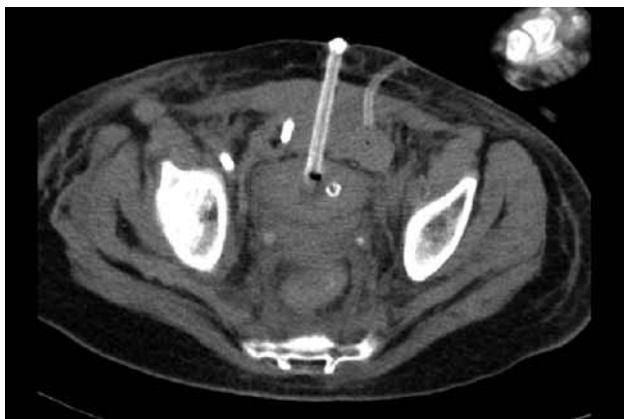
TAC abdómino-pélvico
